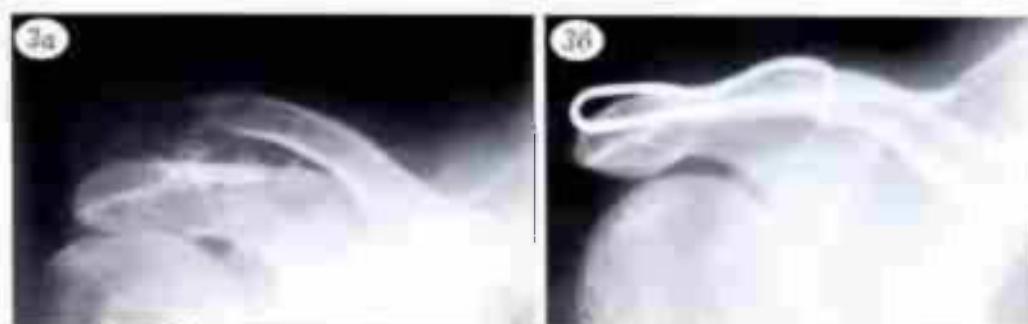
Рентгенограммы больного И. 18 лет. Вывихи ключицы II степени тяжести.
